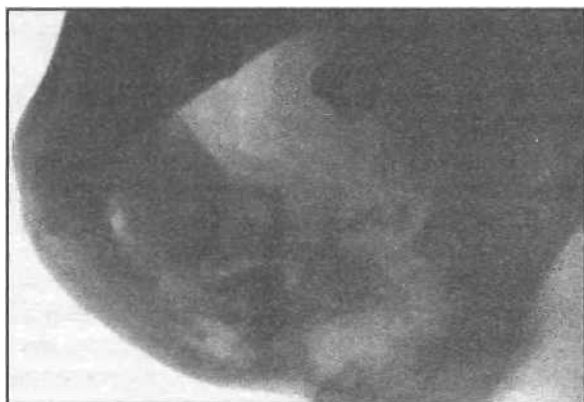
Рентгенологическая картина одонтогенного остеомиелита нижней челюсти, которая напоминает остеосаркому.
